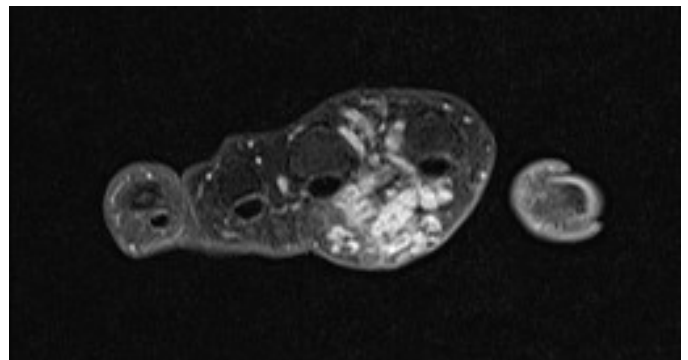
Magnetresonanzenaufnahme der vaskuläre Malformation im Bereich der Hand (28.7.2010)
